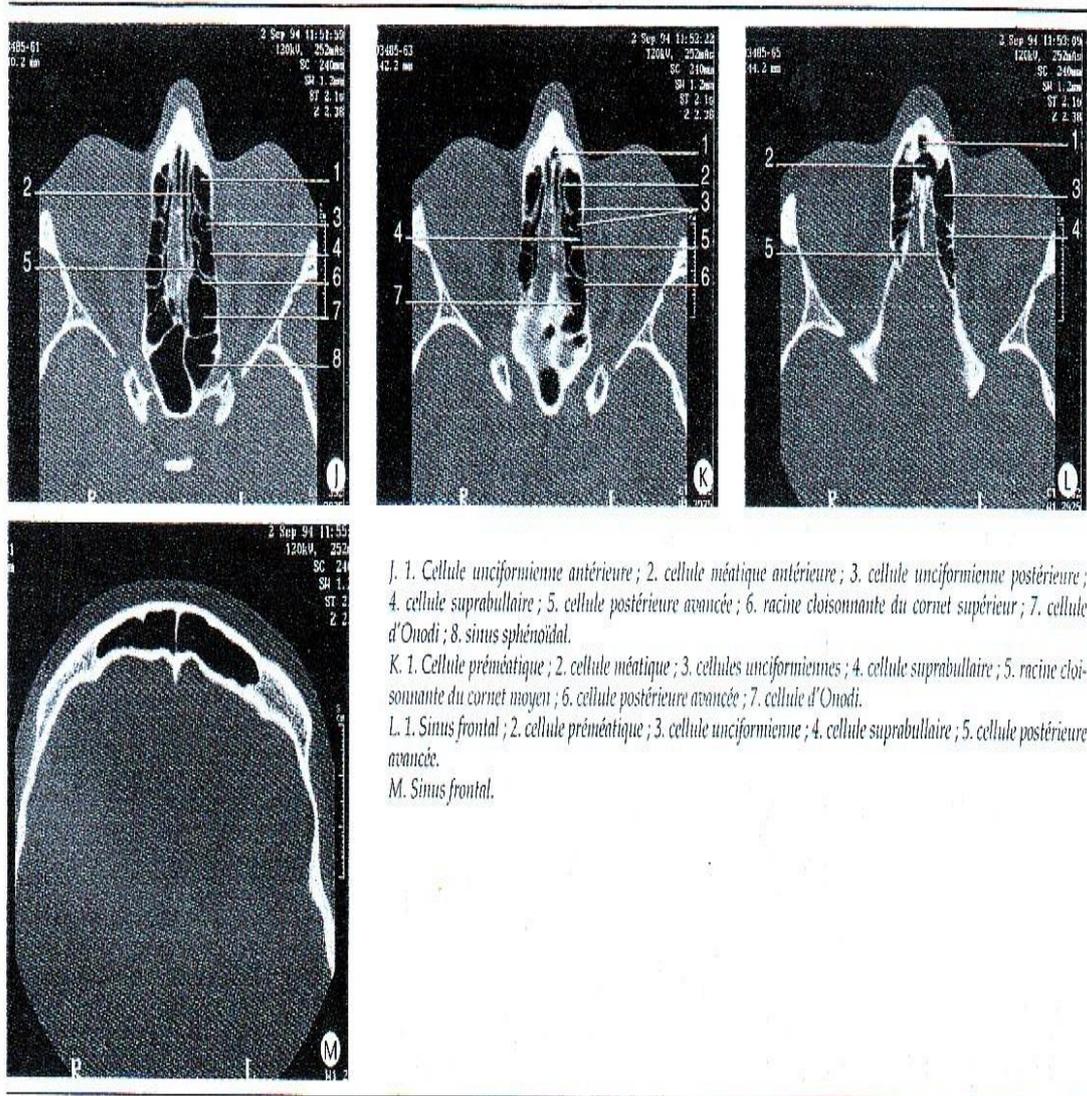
Coupes TDM axiales étalées, réalisées dans un plan parallèle au palais osseux, depuis le palais osseux jusqu'aux sinus frontaux (20).
